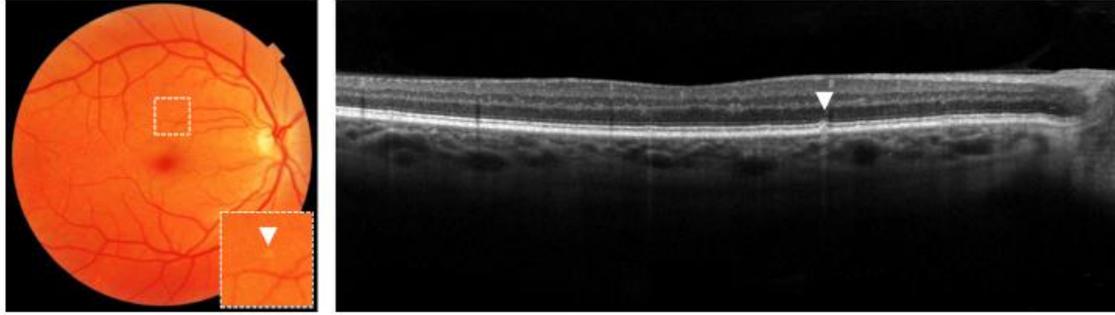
Hard druse on colour fundus photograph, as indicated with an arrow (left) and optical coherence tomography, as indicated with an arrow (right).
